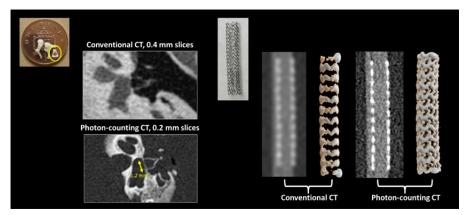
Photon-counting CT の有用性
